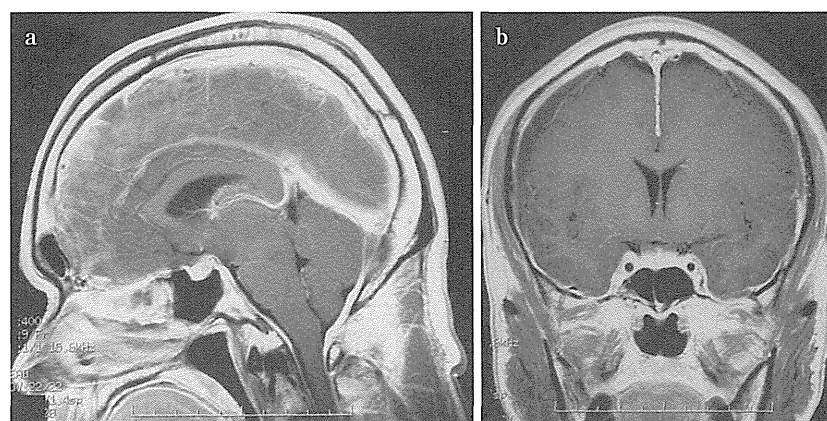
脳脊髄液減少症の造影MRI T1強調像（文献4より引用）
